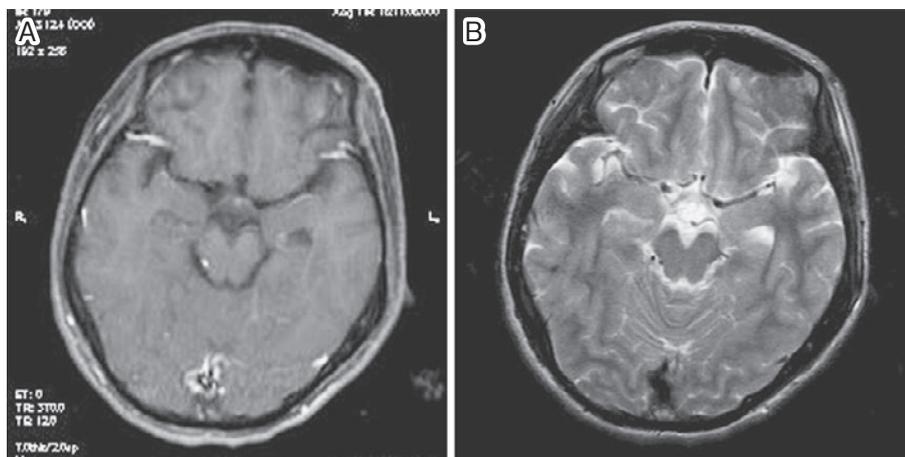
Brain magnetic resonance images. Cranial T1 contrast image (A) and T₂ weighted image (B) show no abnormalities.
